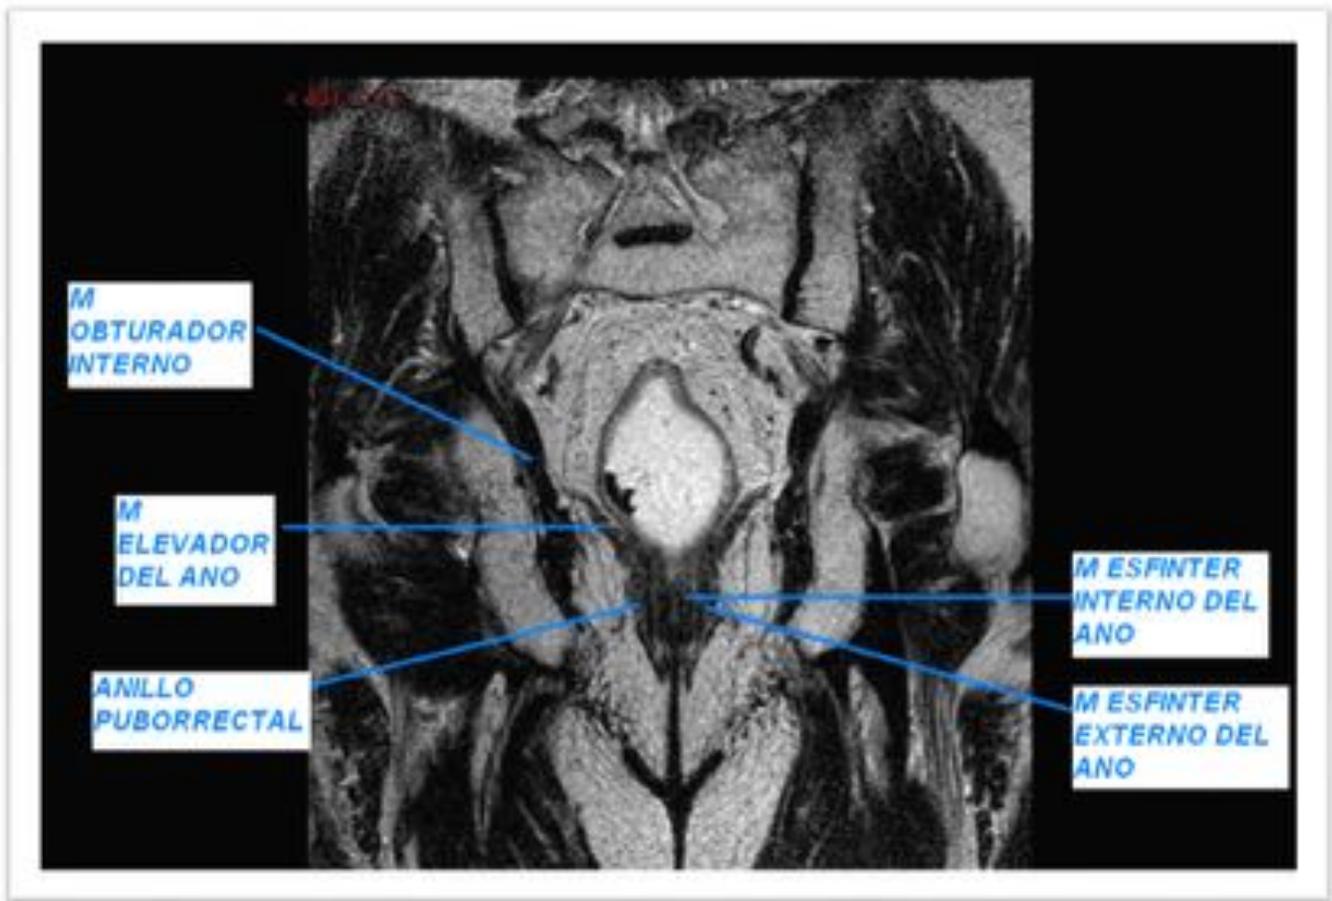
Imagen de RM en plano coronal, que muestra la situación de los músculos que componen el canal anal y los esfínteres anales.
